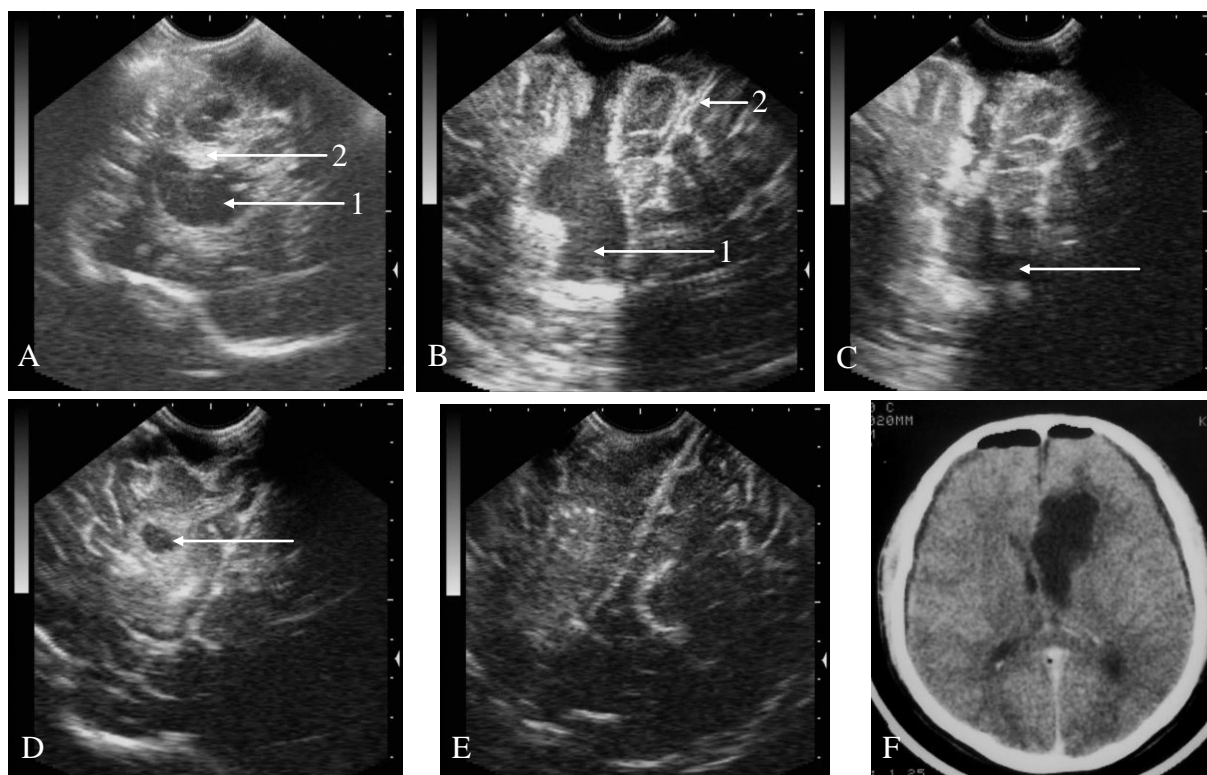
Astrocitom fibrilar frontal stînga: A - USIO transdurală: 1 - chist tumoral, 2 - component solid; B - USIO de control: 1 - cavitatea postexcizie, 2 - coasa cerebrală; C - USIO de control, săgeata indică comunicarea cavității postexcizie cu VL; D - USIO de etapă, săgeata indică sector tumoral restant; E - USIO de control nu determină țesut patologic; F - CT cerebrală la 2 zile postoperator: stare după ablația totală a tumorii.
